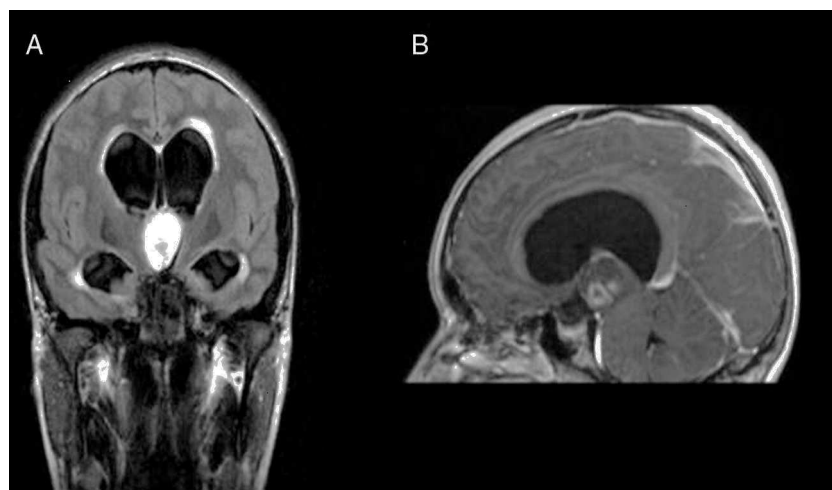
Composición de imágenes de resonancia magnética. A) Secuencia FLAIR coronal donde se observa una masa intraventricular hiperintensa bien definida e hidrocefalia triventricular. B) Corte sagital, secuencia T1 posgadolinio, que muestra leve realce heterogéneo.
